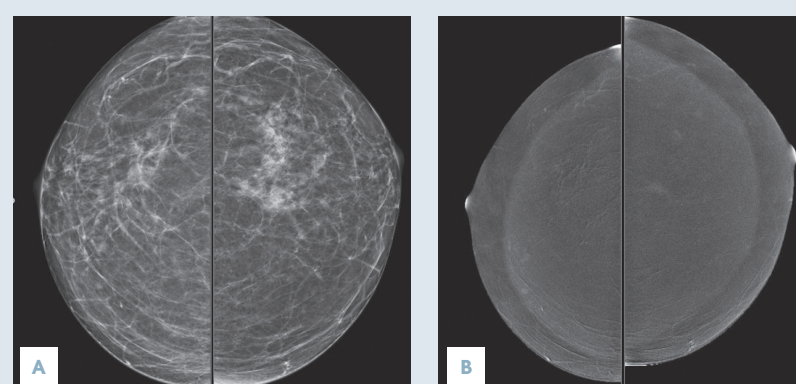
Mammographie de face (A) et cliché d'angiomammographie recombinaée (B). Femme, âgée de 48 ans, avec asymétrie de densité du sein gauche sur la mammographie. Échographie normale. Pas de prise de contraste sur l'angiomammographie. Examen considéré comme négatif. Pas d'apparition de lésion suspecte lors du suivi.
